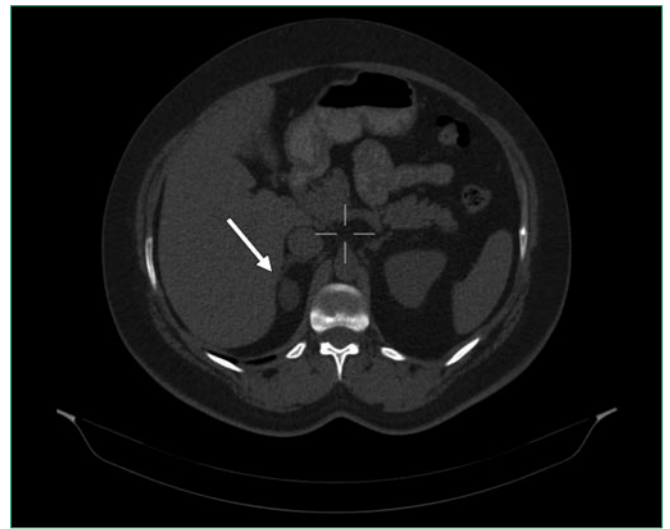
Multispiral computed tomography of the retroperitoneal region with contrast enhancement in patient D., 44 years old (axial projection). The arrow indicates the formation of the right adrenal gland
